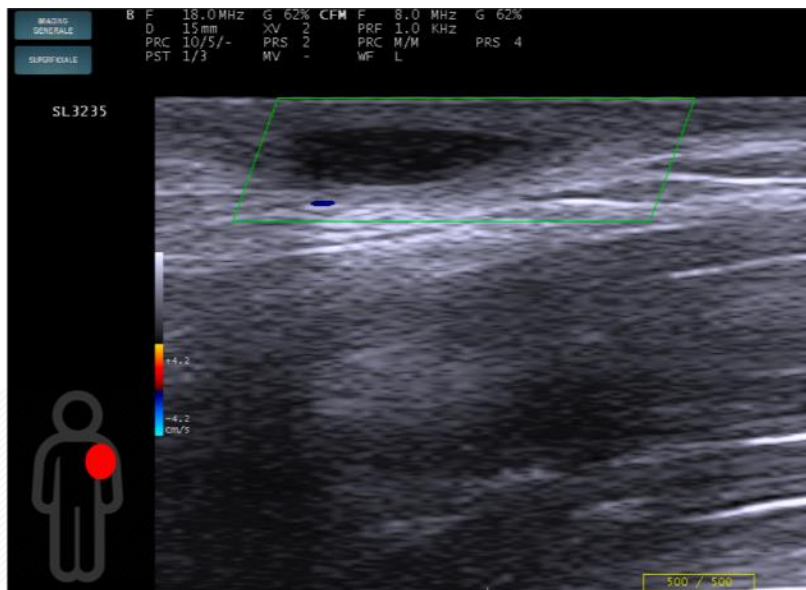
Caratteristica ecografica di un nodulo pseudocistico, costituito da una raccolta anecoica a margini regolari, ben definita nel contesto del derma circostante.
